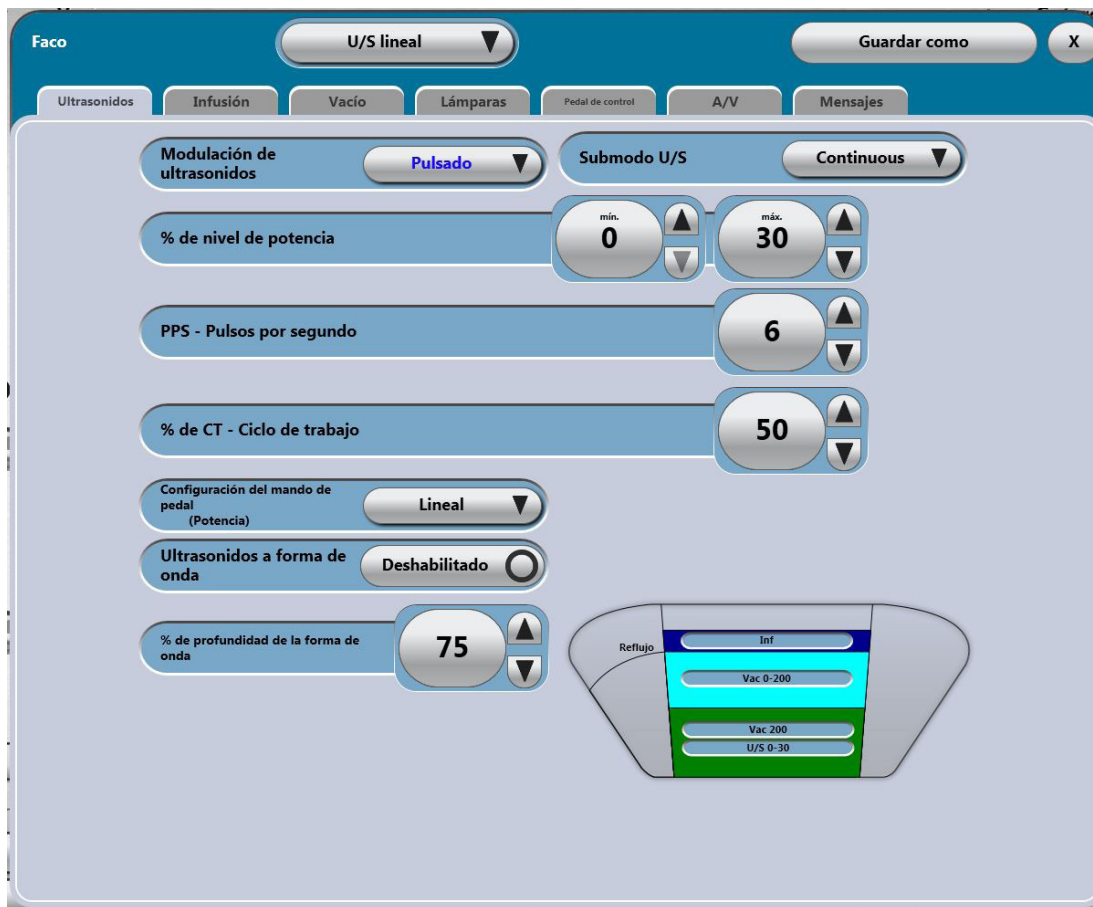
Pantalla adicional de la pestaña de ultrasonidos.
